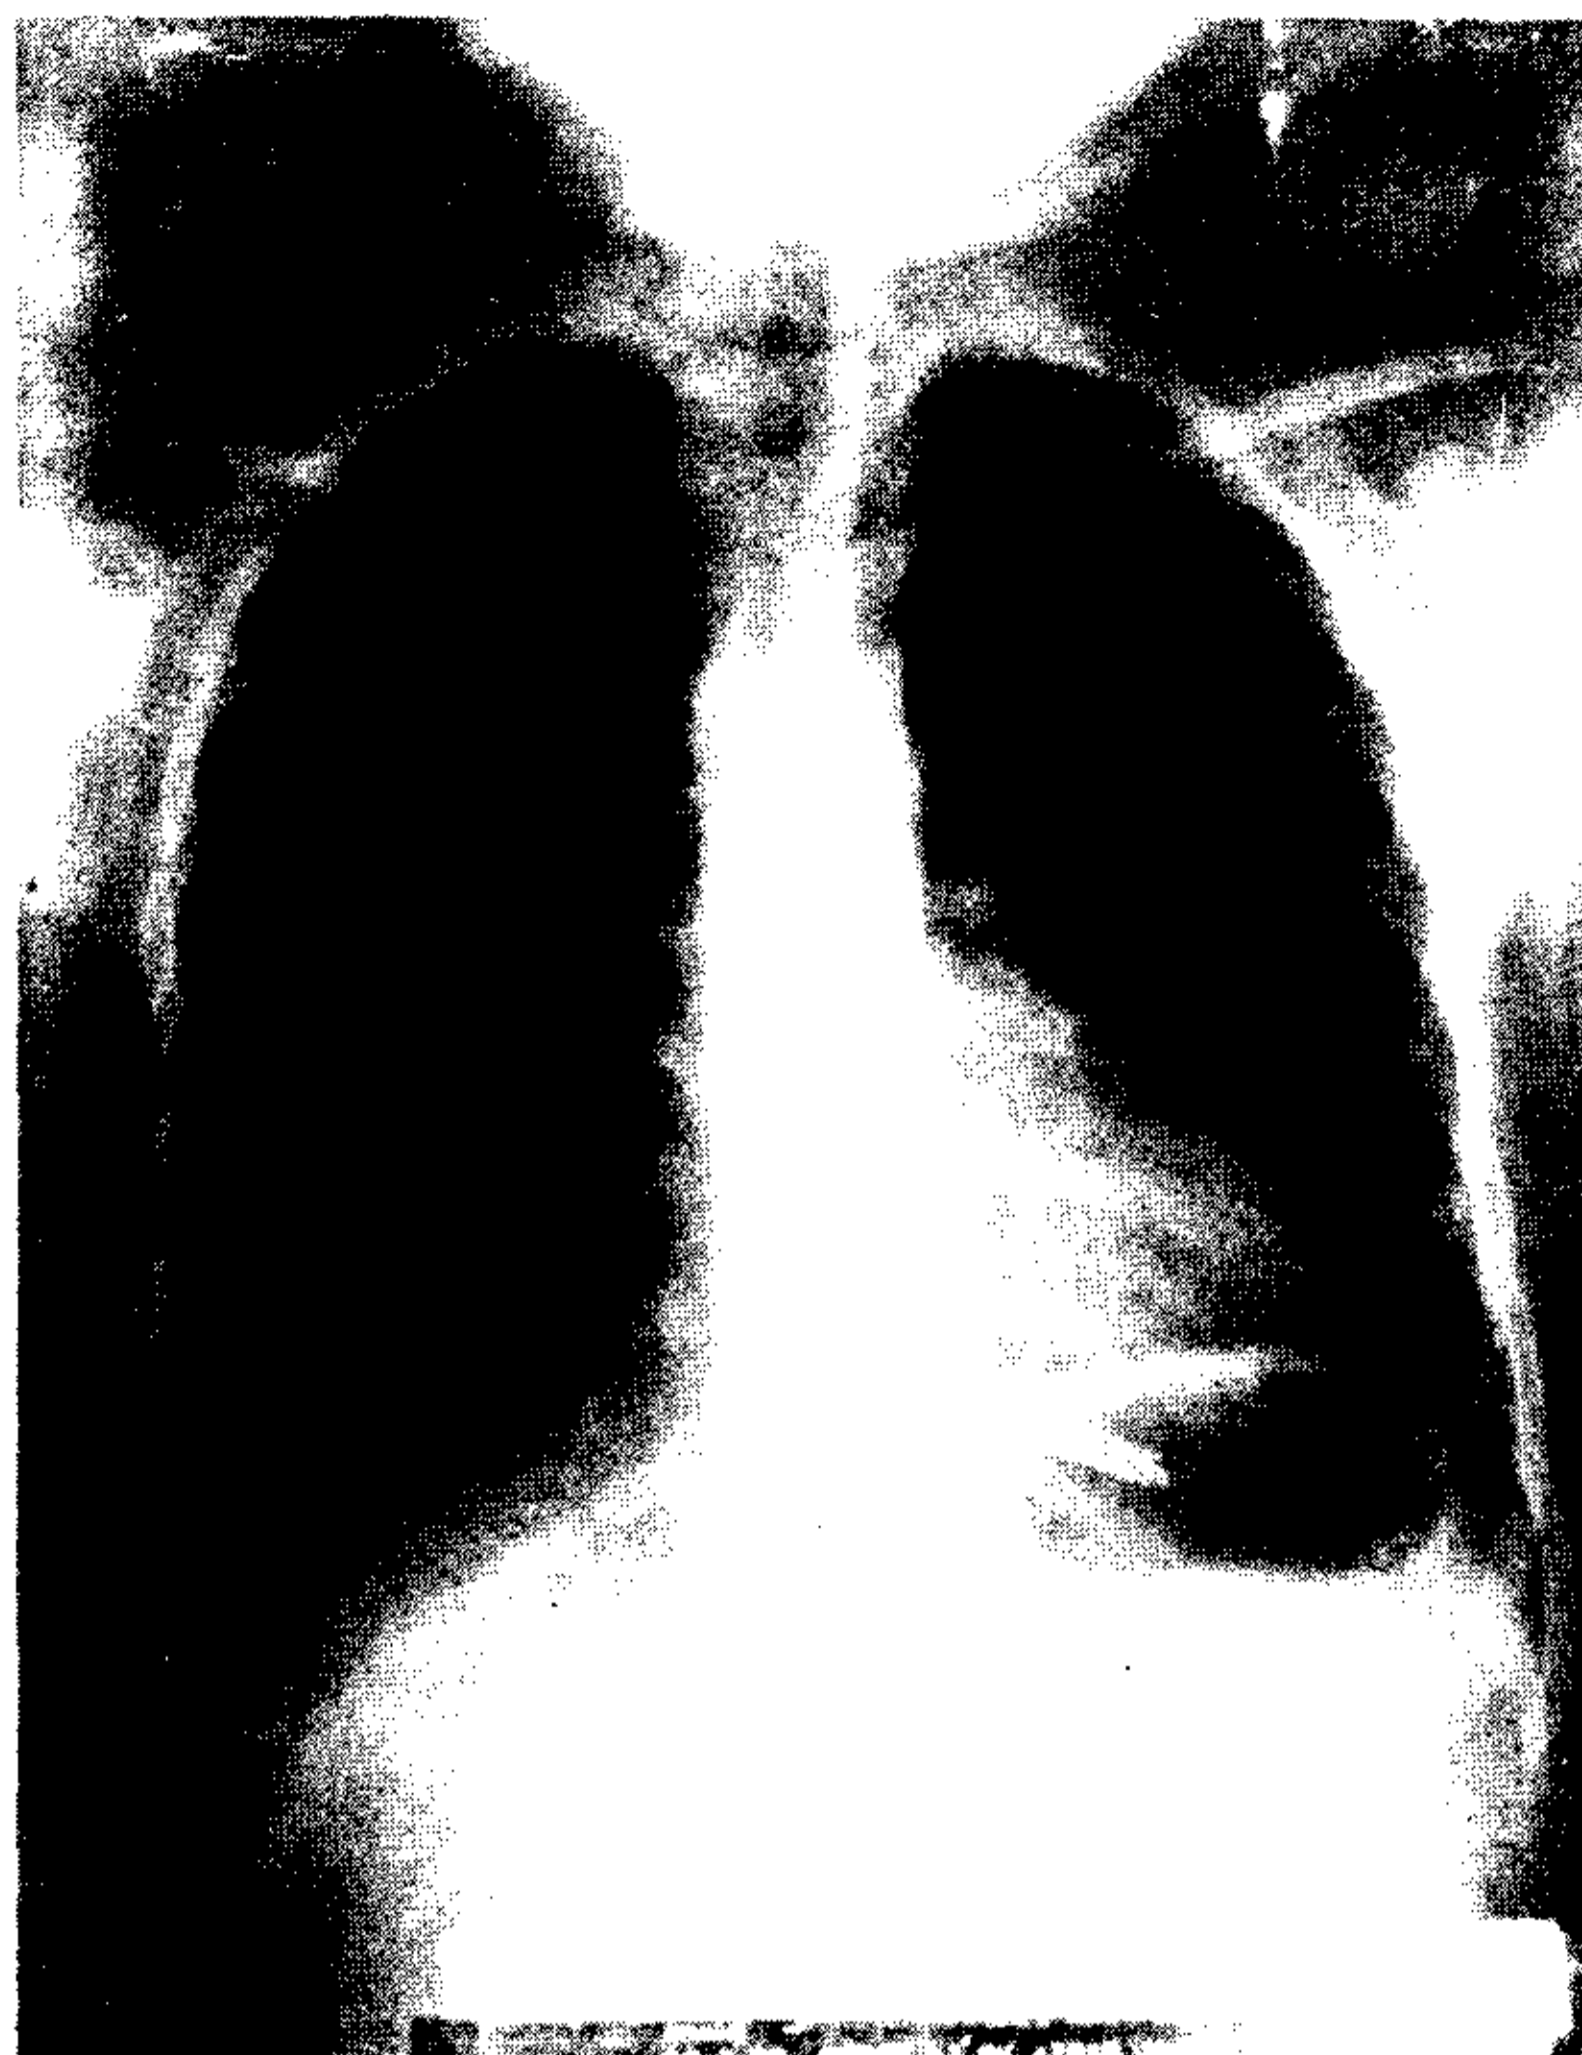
Telerradiografía TA preoperatorio.
